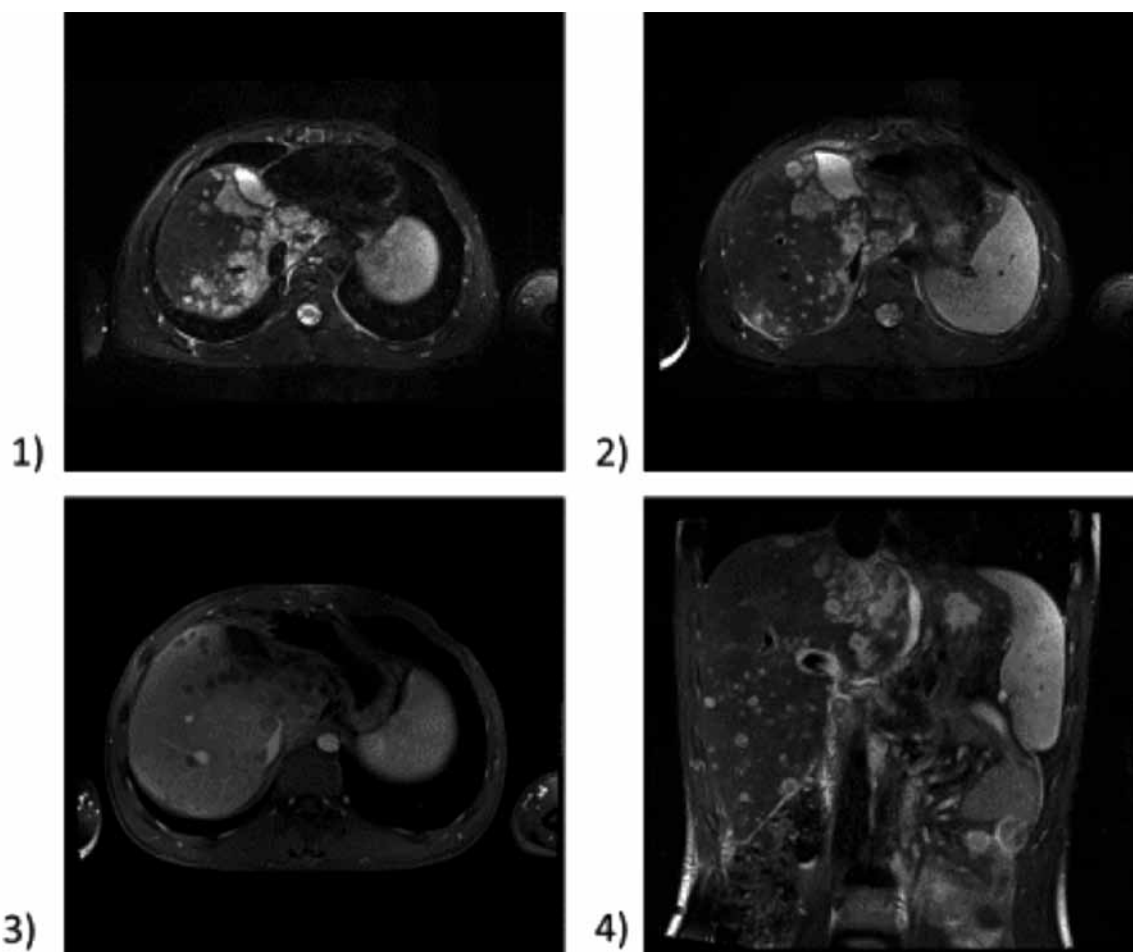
Пациент М.; МРТ от 09.02.15
